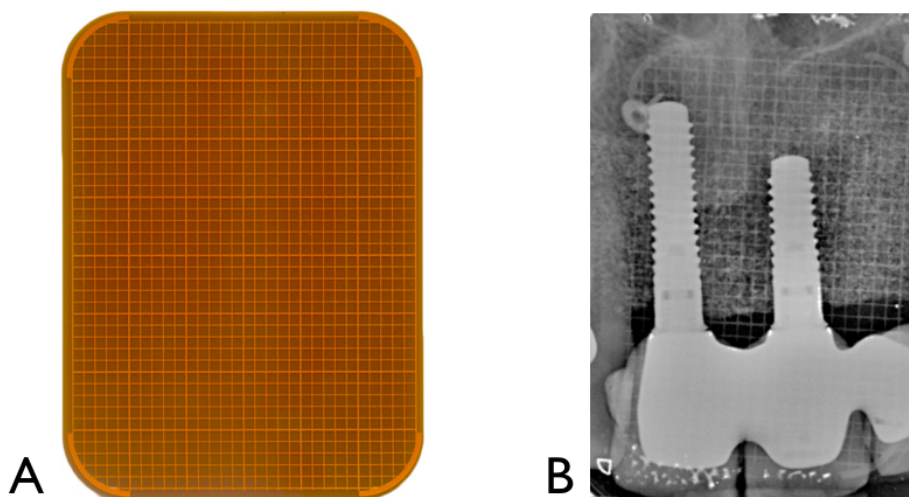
Cuadrícula milimetrada para facilitar las mediciones (A) y ejemplo de radiografía digital obtenida al superponer la cuadrícula, en la que se aprecian cuadrículas de 1 mm (B).
